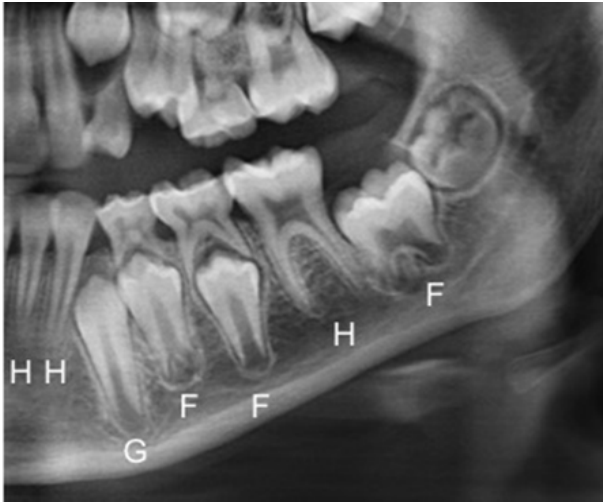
Detalle de radiografía panorámica de paciente sexo masculino de 9,10 años, donde se observan los estadios de maduración del método de Demirjian *et al.* 17 (1973) de los dientes 31 al 37: 31(H:11,8); 32(H:13,7); 33(G:11,0); 34(F:12,3); 35(F:12,8); 36(H:19,3); 37(F:13,2). El índice de maduración dental corresponde a 94,1 y a una edad dental de 12,0 años, indicando un desarrollo avanzado de acuerdo al método.
